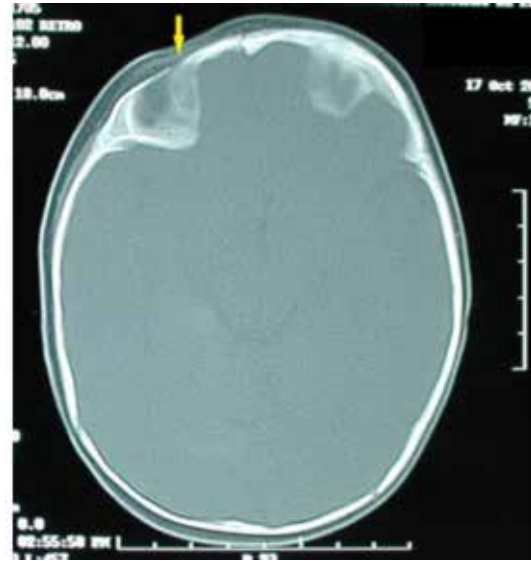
TAC craneal vista axial ventana osea de un lactante con cierre de sutura coronal derecha (plagiocefalia coronal), apreciándose aplanamiento de la frente derecha (flecha) así como desviación de la órbita como consecuencia de la sinostosis.
